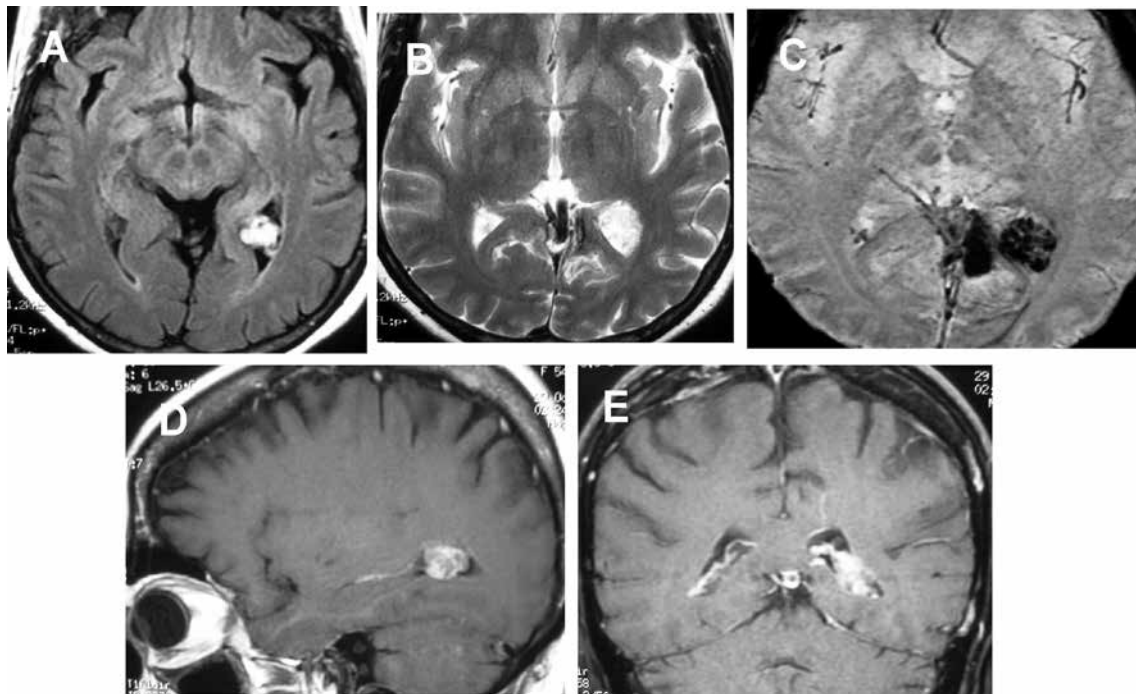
Intraventricular cavernoma. MRI: axial T1-weighted with contrast (A), axial T2-weighted (B), echo-gradient (C), sagittal (D) and coronal (E) T1-weighted.
